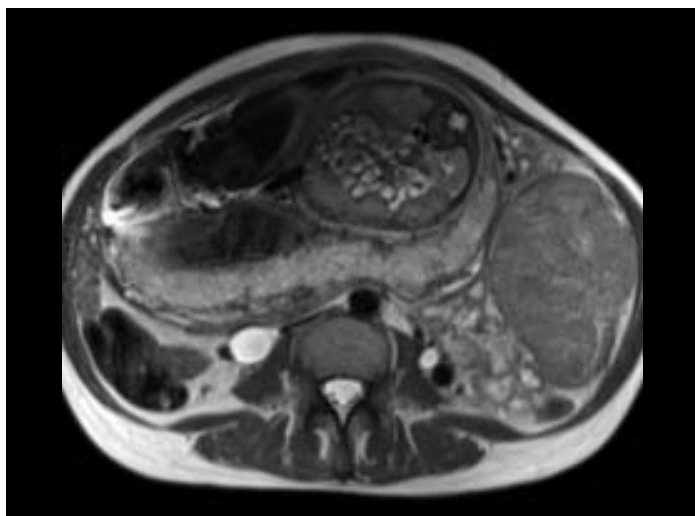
КТ-картина опухолевого конгломерата.
